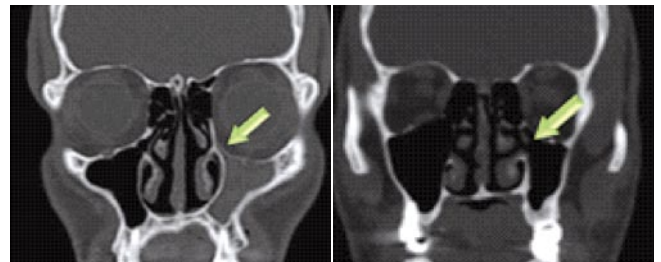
КТ пациента при синдроме «молчащего синуса» (слева — до операции, справа — через год после операции).
